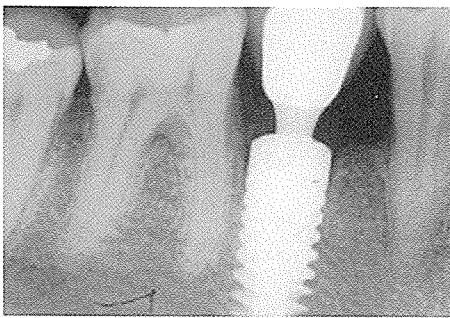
Ankylos 임프란트의 구내방사선 사진파(좌) 모식도 (우). neck부위의 emergency profile이 오목하여 connective tissue를 두껍게 형성할 수가 있으므로 bacterial invasion을 억제하는데 유리하다.
